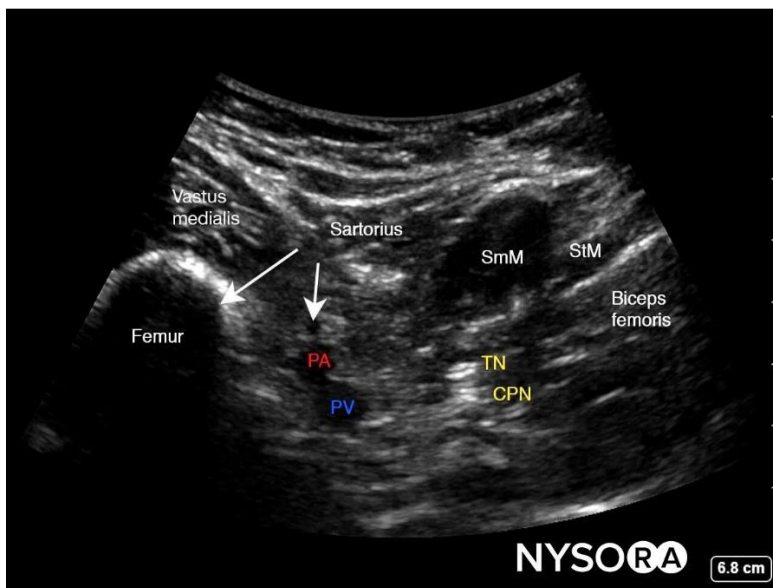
Vista ultrasonográfica durante bloqueo iPACK (Tomado de NYSORA, 2022).
